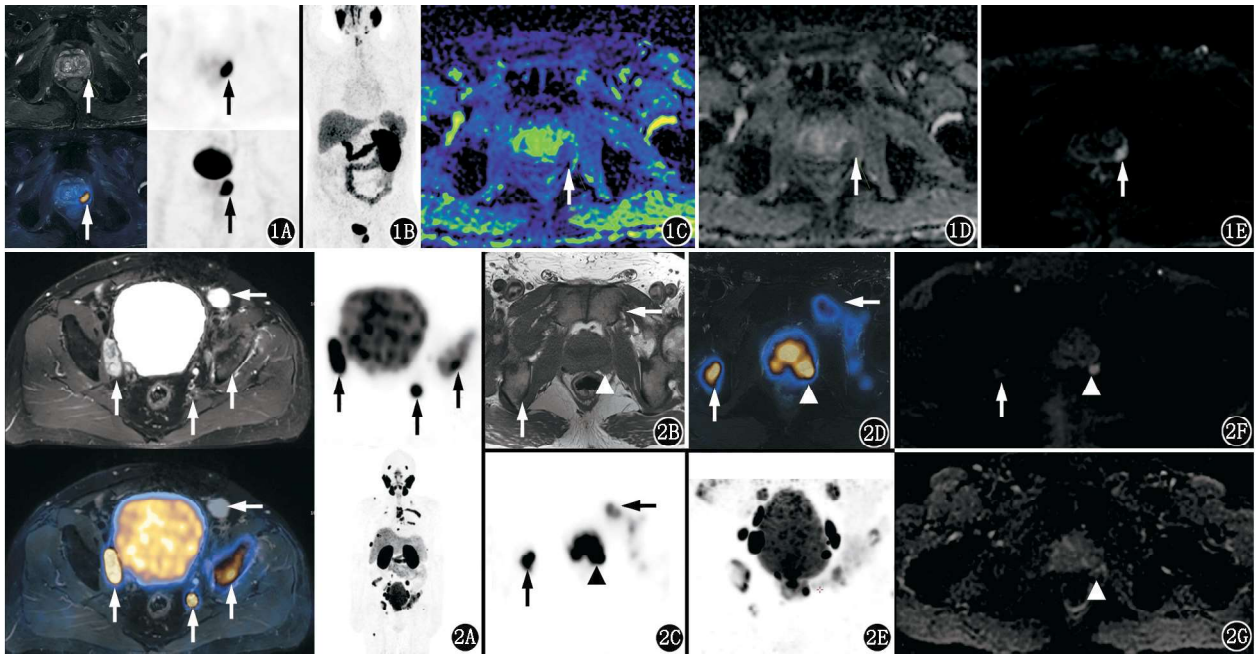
前列腺癌患者[78 岁;前列腺特异抗原(PSA) 19 µg/L,Gleason 评分:4+3=7 分]⁶⁸Ga-前列腺特异膜抗原(PSMA)-11 PET/MR 显像图。1A. T₂ 加权成像(WI)、PET 及融合图像;1B. 全身最大密度投影(MIP)图;1C~1E. 病灶相应层面表观弥散系数(ADC)伪彩图、ADC 图、弥散加权成像(DWI)图。可见前列腺左侧外周带结节样病灶(箭头示),侵犯包膜,呈短 T₂ 信号,弥散受限,ADC 图呈低信号,PSMA 表达增高;PET/MR 影像分期:T_{3a}N₀M₀ 图 2 前列腺癌患者(92 岁;PSA 284 µg/L,Gleason 评分:4+4=8 分)⁶⁸Ga-PSMA-11 PET/MR 显像图。2A. 骨盆层面 T₂WI、PET、融合图像及全身 MIP 图;2B. 前列腺层面 T₁WI 精细扫描图;2C. 前列腺层面 PET 显像图;2D. T₂WI 精细扫描融合图;2E. 盆腔局部 MIP 图;2F. 前列腺层面 DWI 图;2G. 前列腺层面 ADC 图。可见前列腺弥漫病灶并侵犯包膜(▲示),盆腔多发淋巴结转移(箭头示),全身多发骨转移(箭头示);PET/MR 影像分期:T_{3b}N₁M_{1b}
